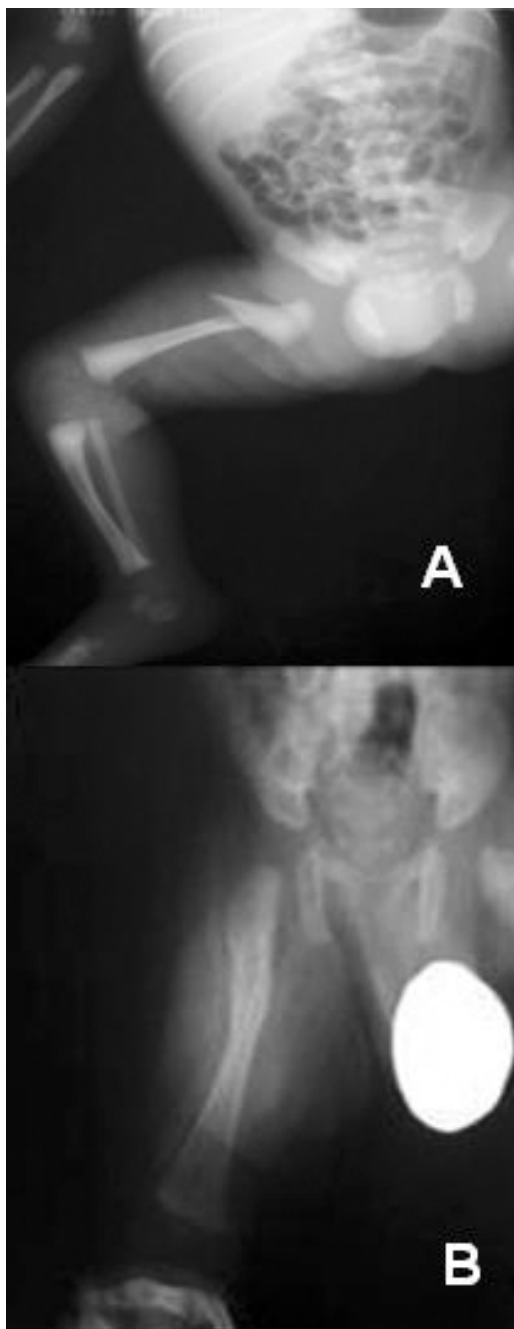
(A) Caso 3 en el momento del nacimiento se aprecia una fractura del tercio superior del fémur derecho. (B) Radiografía al año de vida, en la que se aprecia consolidación remodelación de la fractura femoral.
